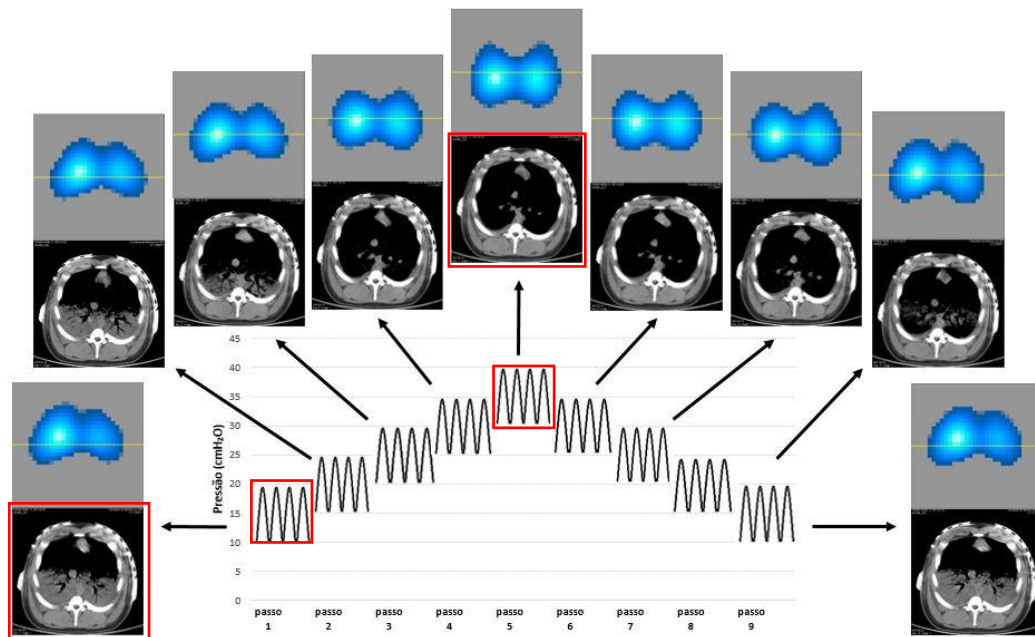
Manobra 40 -TIE e TC os exames marcados em vermelho são helicoidais, os demais dinâmicos.
